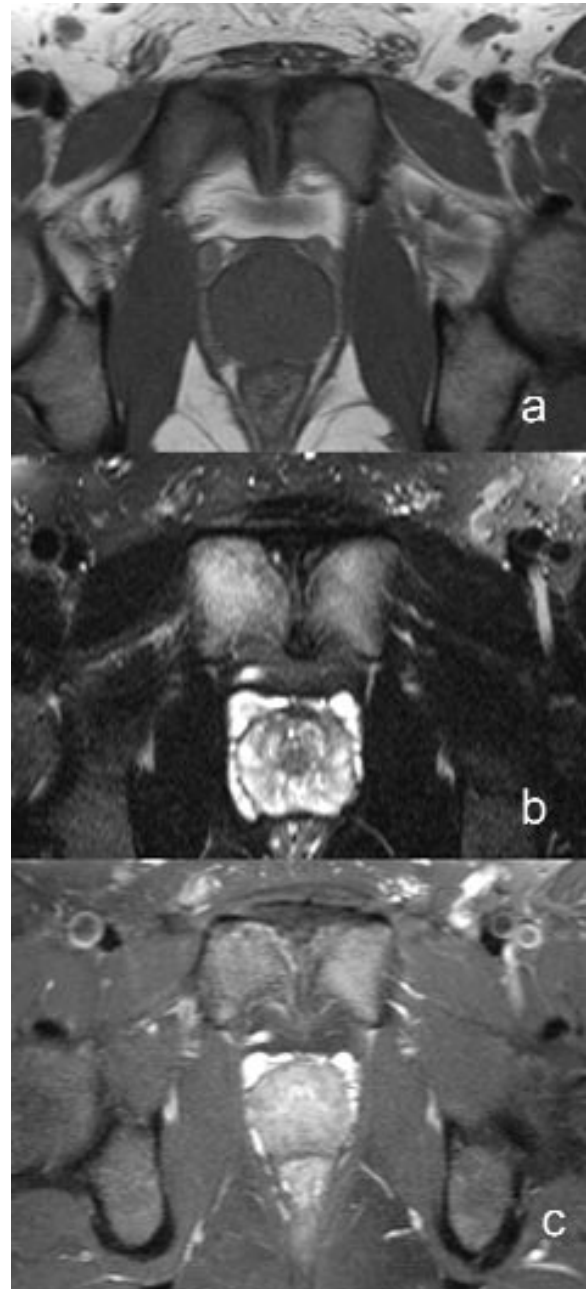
Œdème intra-osseux. IRM en coupe axiale en séquence T1(a) T2 (b) et T1 Fat Sat (c) : hyposignal T1, hypersignal T2 et prise de contraste après injection de gadolinium témoignant d'un œdème évolutif des surfaces osseuse du pubis.
